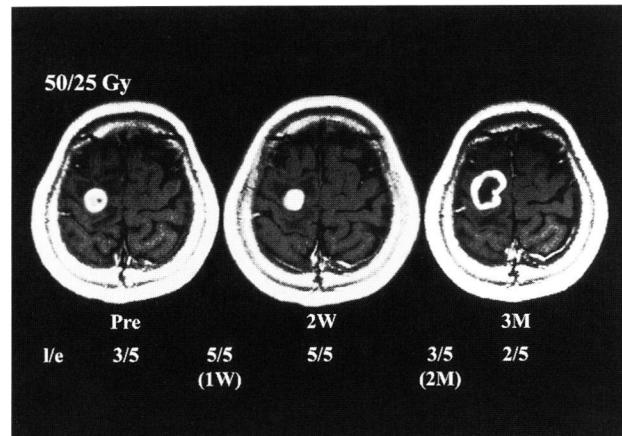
MRI showing change of enhancement of lesion.
